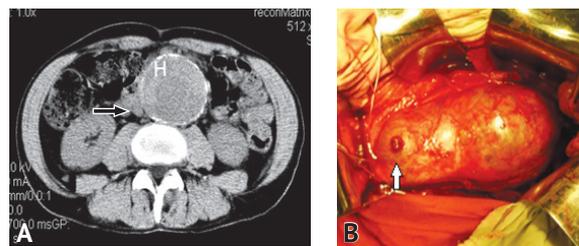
Компьютерная томограмма живота, аксиальный срез без контрастного усиления мужчины 66 лет, поступившего в клинику с острой абдоминальной болью (А). В просвете аневризмы, пристеночно чётко определяется участок повышенной плотности серповидной формы (Н). Также стрелкой обозначен участок диффузного, неоднородного уплотнения парааортальной клетчатки (внепросветный предиктор разрыва аневризмы). В — интраоперационные данные: определяется надрыв передней стенки аневризмы, указанный стрелкой (собственные данные)
